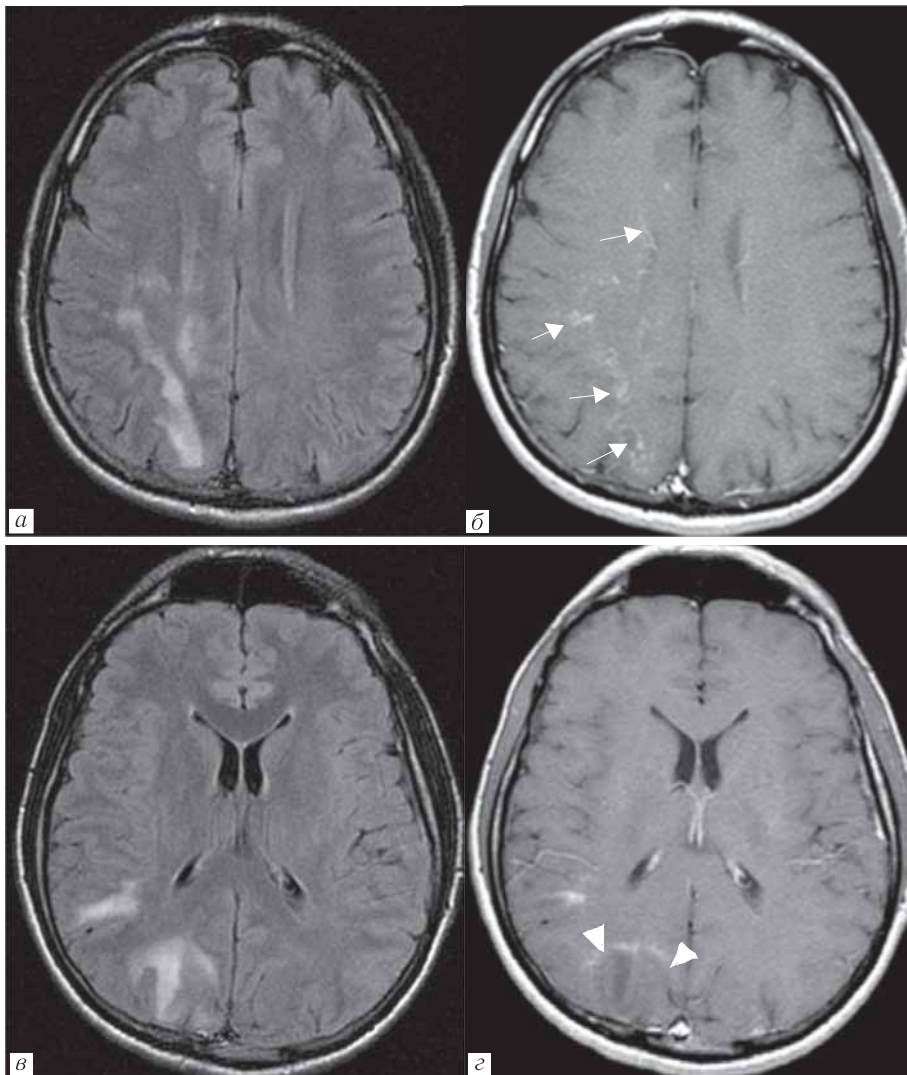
Пациент Л, мужчина, 36 лет. ПМЛ, СВИ. Начало АРВТ в октябре 2012 г. CD4=87 кл/мкл (6%), ВН=91 423 копий/мл. Продолжающееся клиническое и неврологическое ухудшение, несмотря на проводимую АРВТ. МРТ от 03.12.2012 г.: а, в — FLAIR, б, з — T1-ВИ с контрастированием выявляют атипичные паттерны контрастирования участков острой демиелинизации: периваскулярное контрастирование в правой лобно-теменной области (стрелки), краевое контрастирование в правой затылочной области (головки стрелок).
